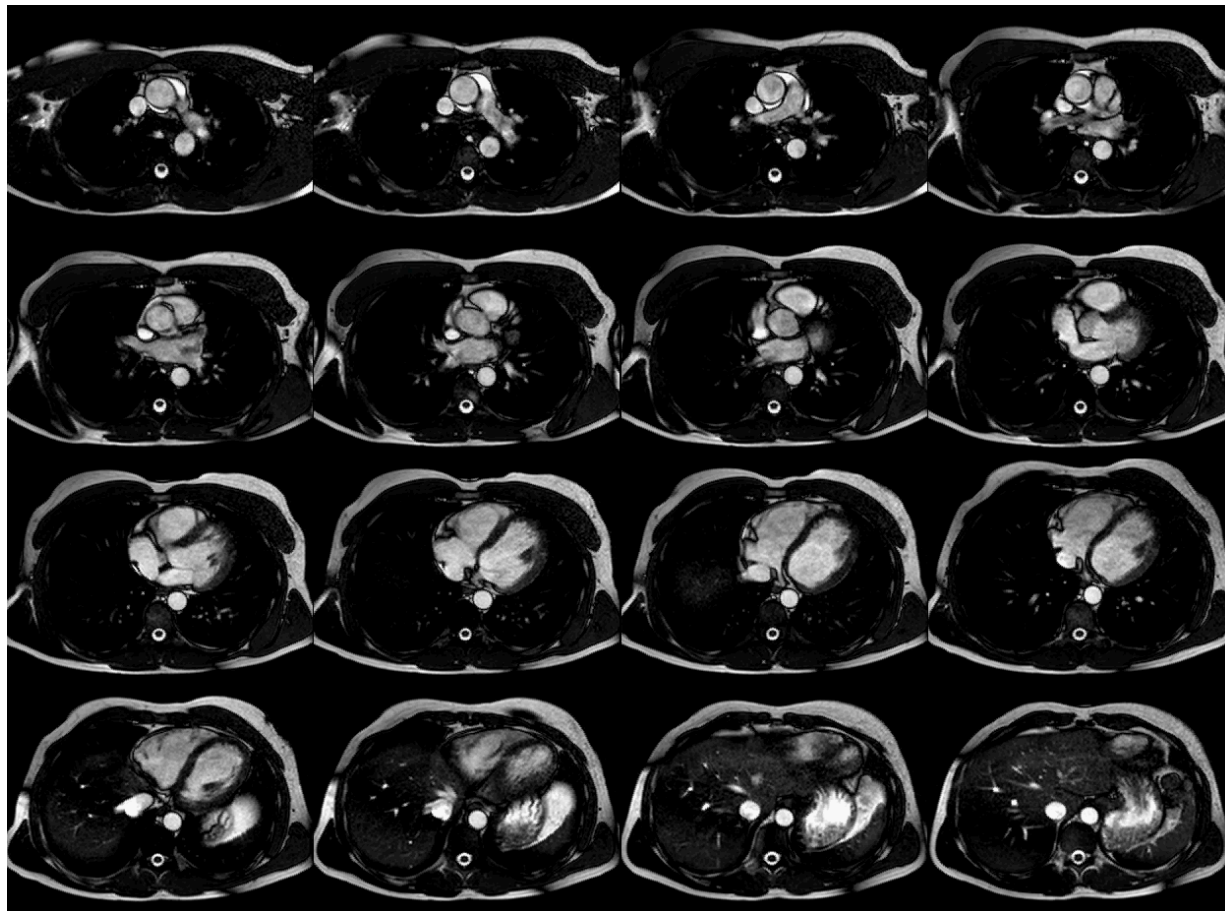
Cine-RM plano transversal
